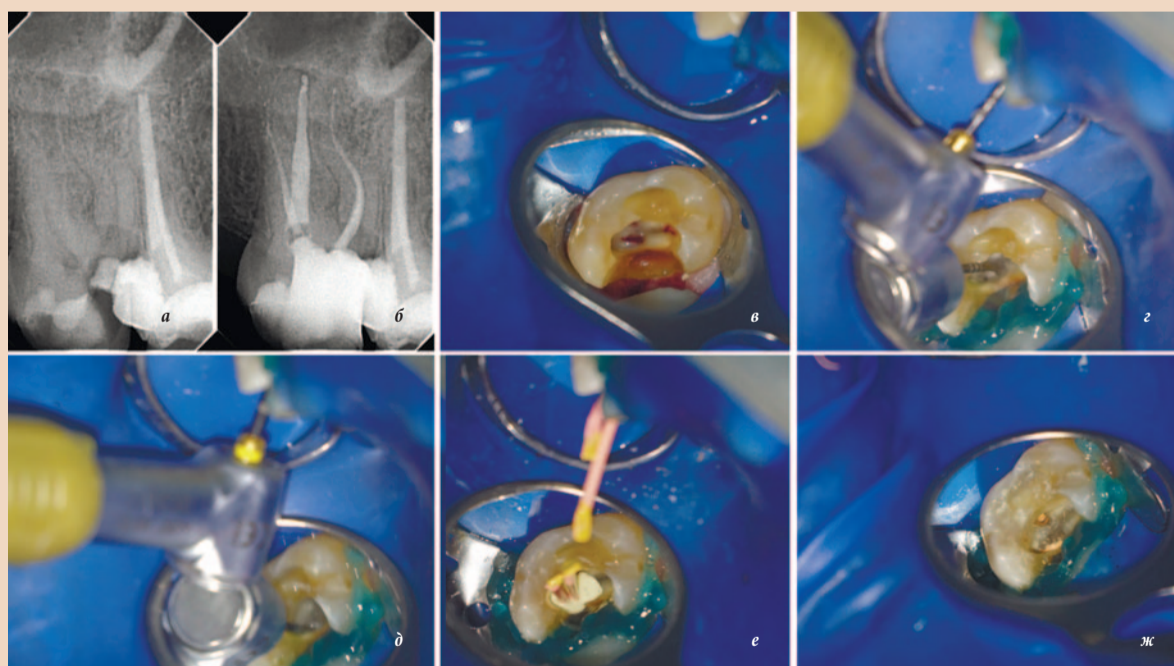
S-образный мезиально-щечный корень второго моляра верхней челюсти, препарирование каналов с помощью файлов HyFlex EDM Max Curve в технике TCA. Исходная рентгенограмма (а). Послеоперационная рентгенограмма (б). Препарирование полости доступа (в). Файл HyFlex EDM 15/0,03 перед активацией (з). Файл HyFlex EDM 20/0,05 (финишный) перед активацией (д). Гуттаперчевые штифты (20/0,05; е). Клиническая картина после пломбирования корневых каналов: дно пульпарной камеры (ж)
